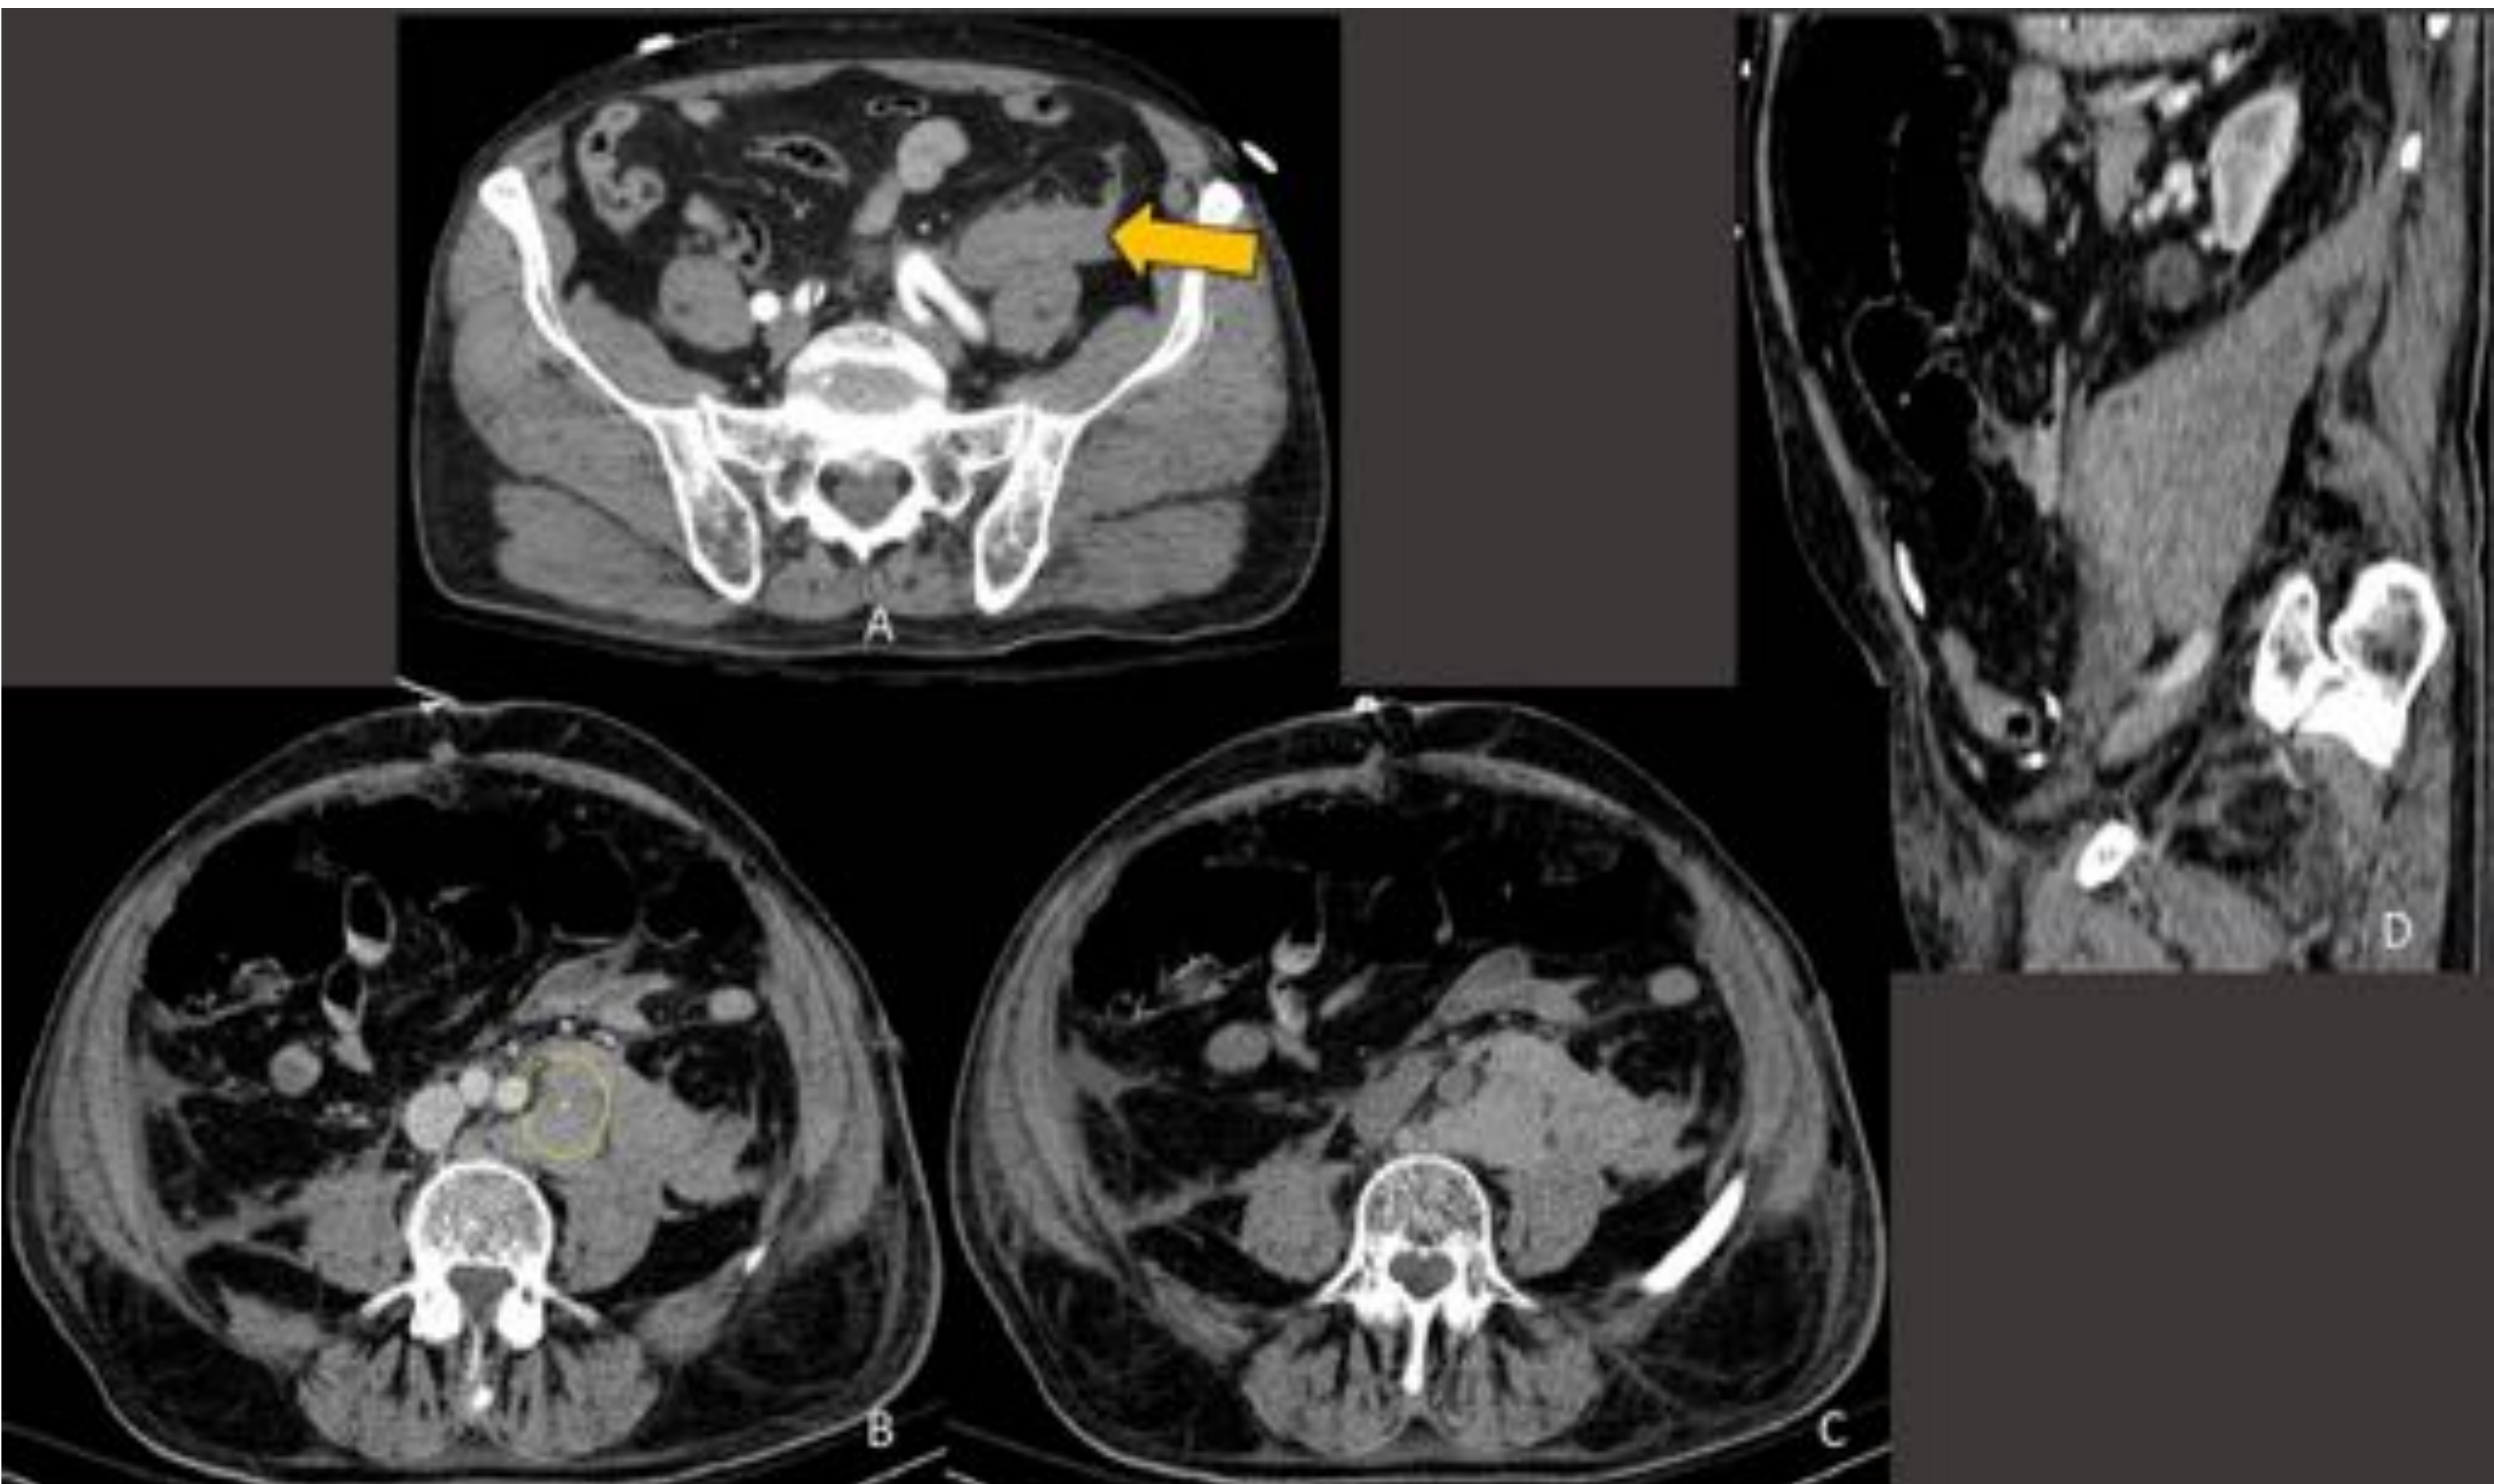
Paciente de 74 años de edad que sufre cornada abdominal tras ser embestido por un toro. A) Hematoma retroperitoneal adyacente al músculo psoas iliaco izquierdo y paquete vascular iliaco. B y C) TC de control 48 horas después del traumatismo. Se observa aumento del hematoma retroperitoneal con extravasación de contraste en relación con sangrado activo. D) Reconstrucción en plano sagital donde se ve la extensión del hematoma.
